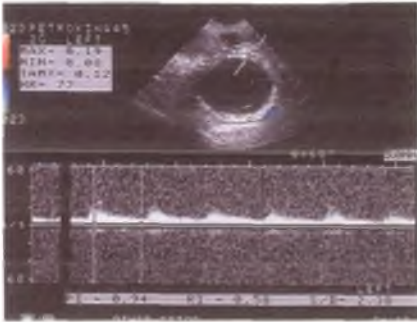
Простая серозная кистаденома. Цветовая доплерограмма. УЗИ.
